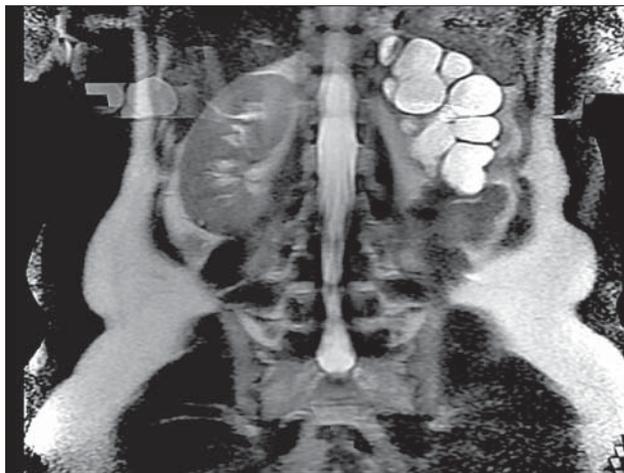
МРТ почек: Терминальный уретерогидронефроз слева
